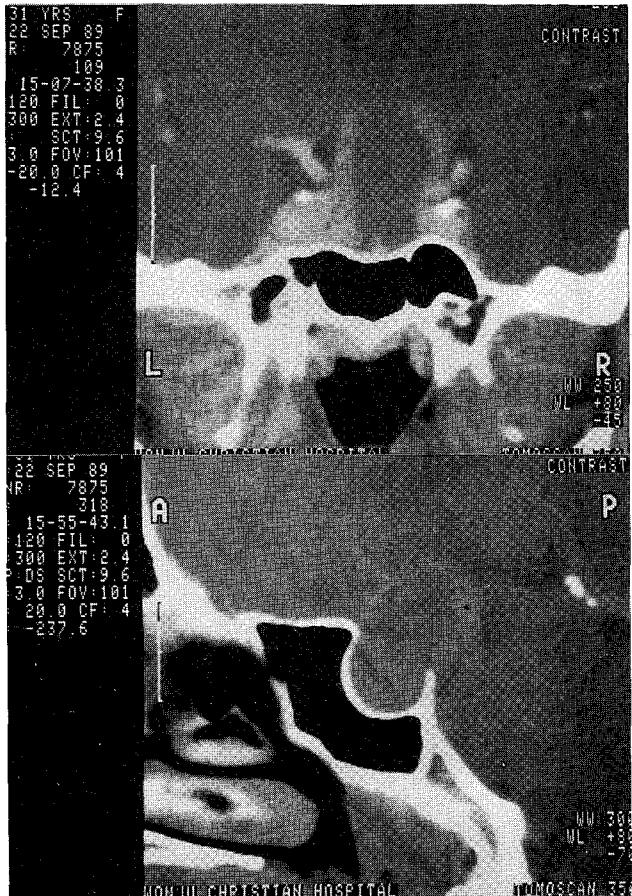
CT image shows considerable enlarged pituitary gland, about 3.2 cm in height with convex margin with central low density area: (top) coronal view, (bottom) sagittal view.
